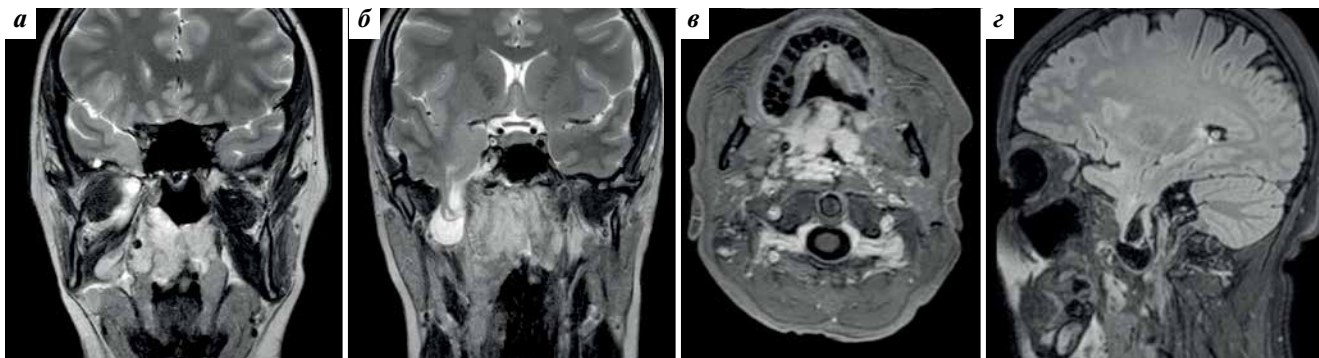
Магнитно-резонансные томограммы. Определяется артериовенозная мальформация с менингоэнцефалоцеле средней черепной ямки справа: а, б – T2-взвешенные изображения во фронтальной плоскости; в – T1-взвешенное изображение в аксиальной плоскости; г – FLAIR-импульсная последовательность в сагиттальной плоскости
